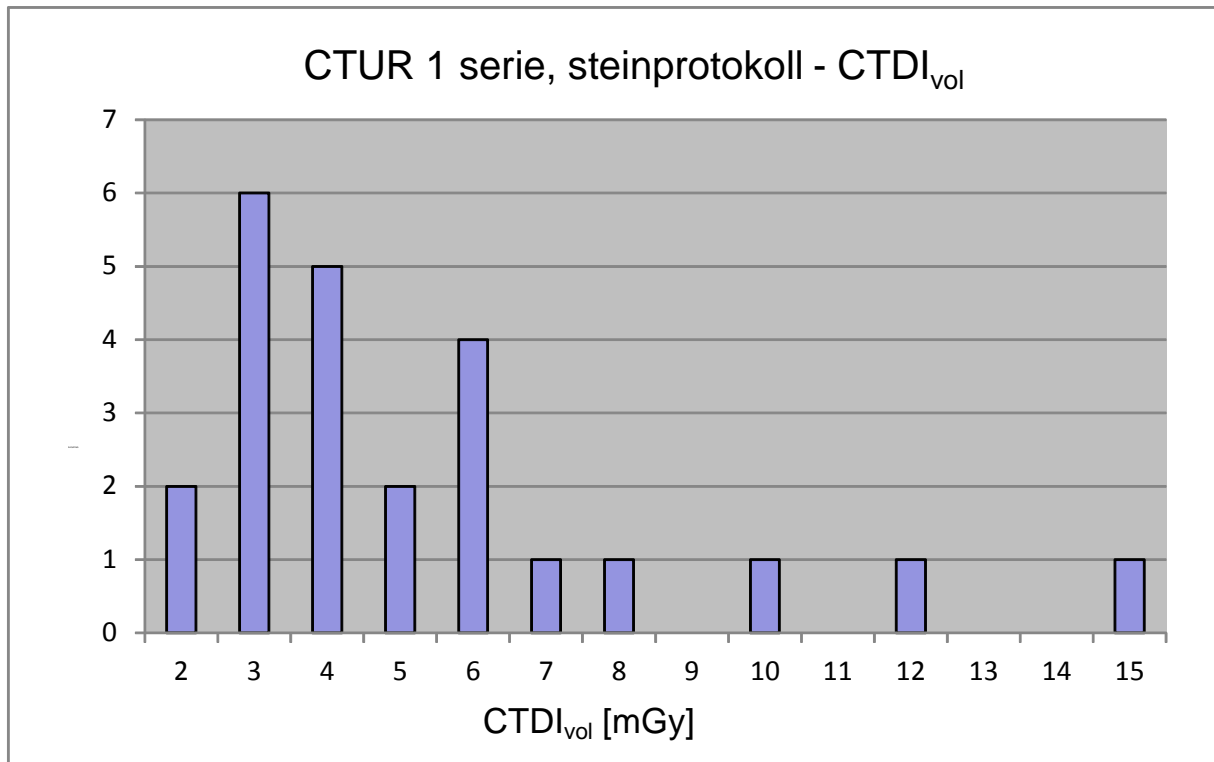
Fordeling av de innsamlede $CTDI_{vol}$ verdiene for CT urografi (1 serie).
